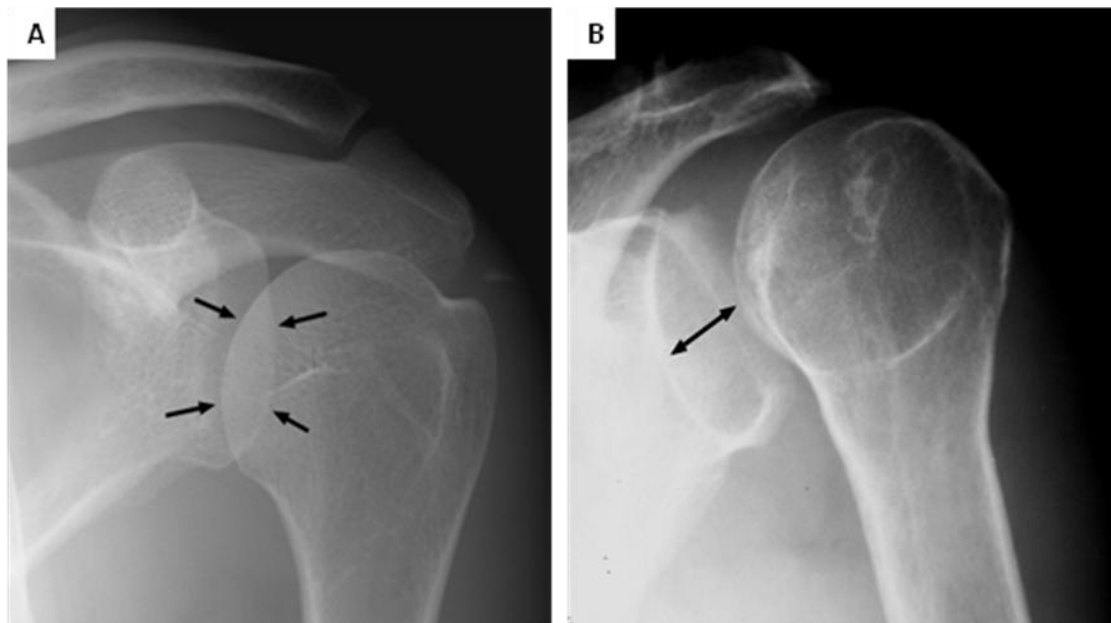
50. A. Radiografía normal de hombro en AP, la porción medial de la cabeza humeral se superpone a la cavidad glenoidea formando una sombra semilunar (flechas). B. Dislocación posterior del hombro, se pierde la superposición normal de la cabeza humeral sobre la cavidad glenoidea (flecha) con aumento del espacio articular.
